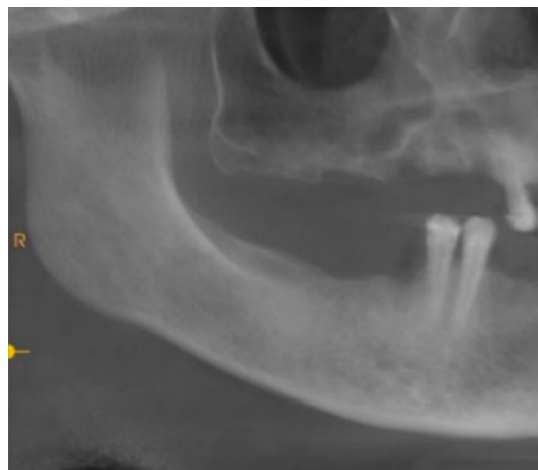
Radiografia pré-operatória do seio maxilar direito (Imagem utilizada com permissão do Professor Kempraj, J.)
